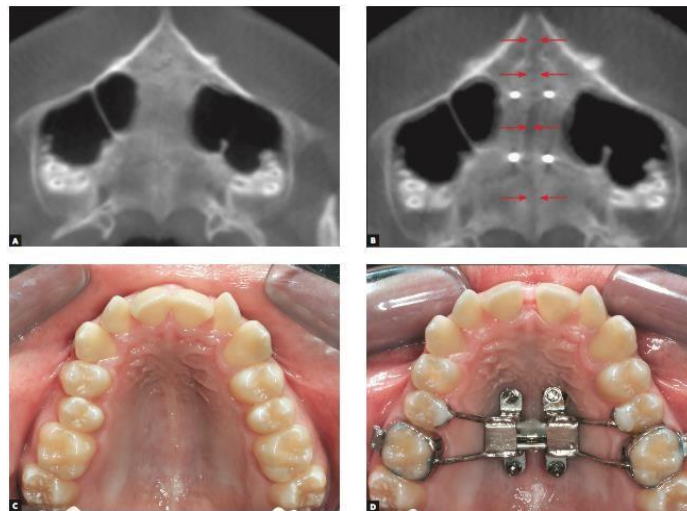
A), B) Imágenes CBCT antes y después de la expansión con MARPE respectivamente. C), D) Fotografía del maxilar antes y después de la expansión MARPE respectivamente.¹⁰
